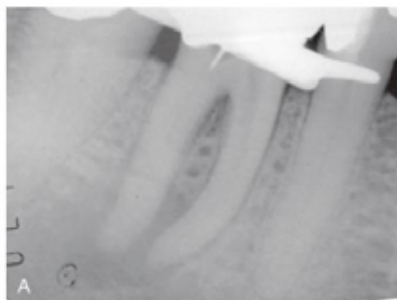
Para confirmar la posición y la dirección de la preparación de acceso, se obtiene una radiografía con la sonda endodóntica introducida en la excavación.
